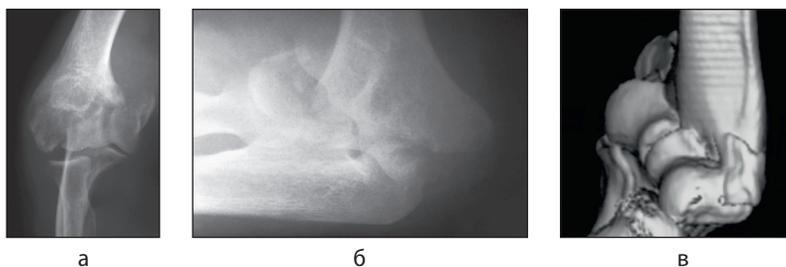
Рентгенограммы правого локтевого сустава больной К., 39 лет, при поступлении: в прямой (а) и боковой (б) проекциях и 3D реконструкция локтевого сустава (в)
